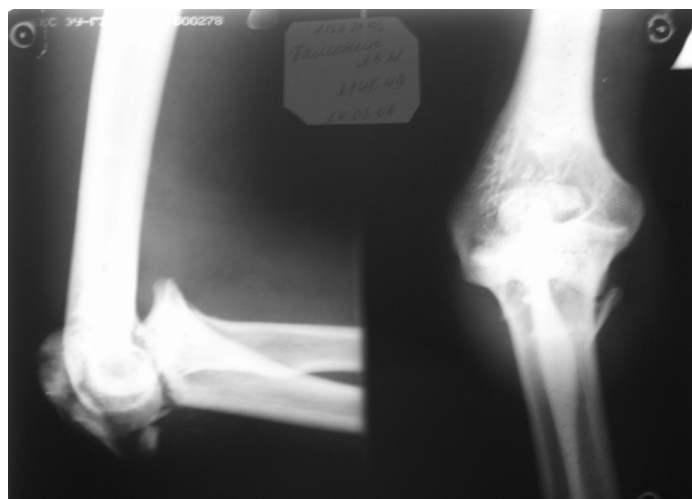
Рентгенограммы левого локтевого сустава больного П. при поступлении.
